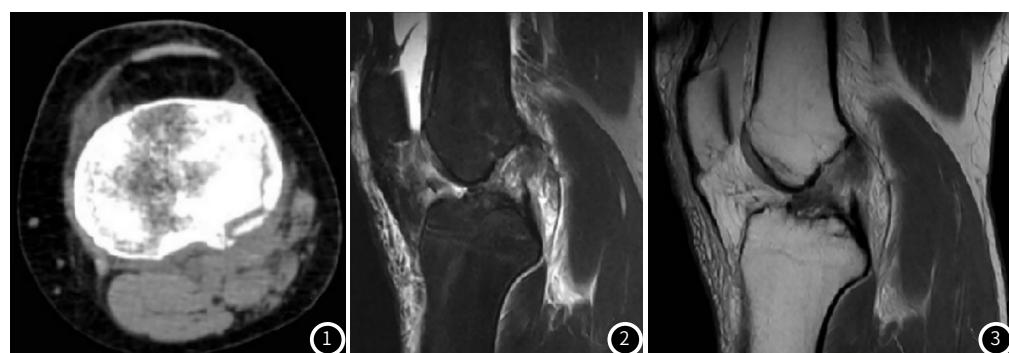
MSCT显示骨折损伤，骨皮质不连续；图2~3 MRI图像显示患者交叉韧带损伤。
